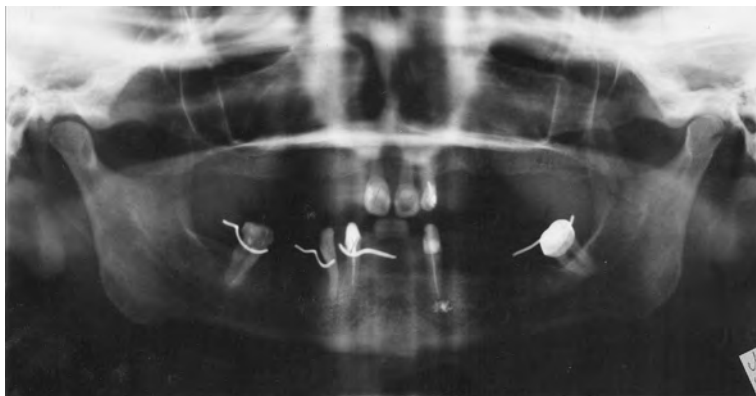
Ортопантомограма пацієнтки М., історія хвороби № 156, до початку ортопедичного лікування на субперіостальних імплантатах
